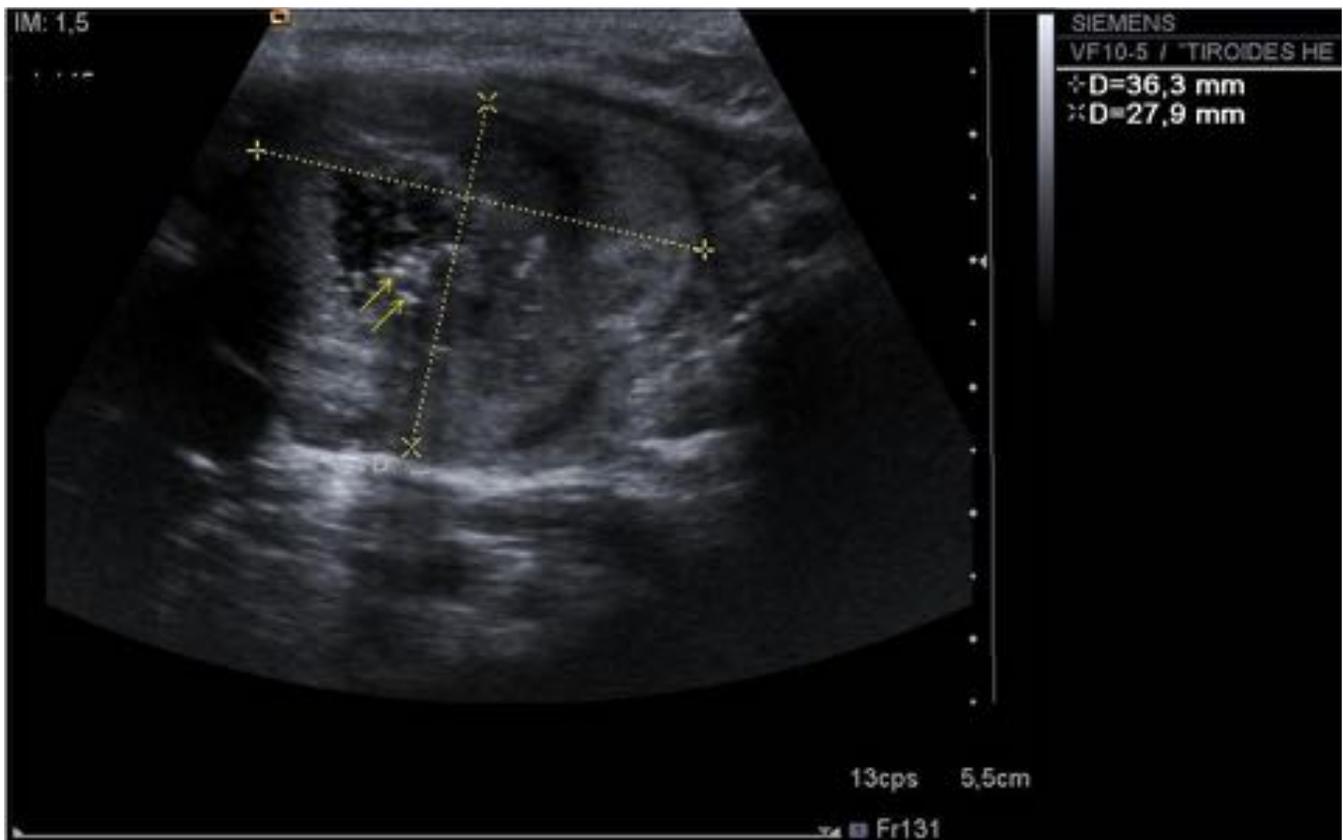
Nódulo isoecogénico, predominantemente sólido, con áreas quísticas, con flujo Doppler interno, bien definido, con PAAF sugestiva de proliferación folicular de patrón microfolicular (Bethesda 4).
